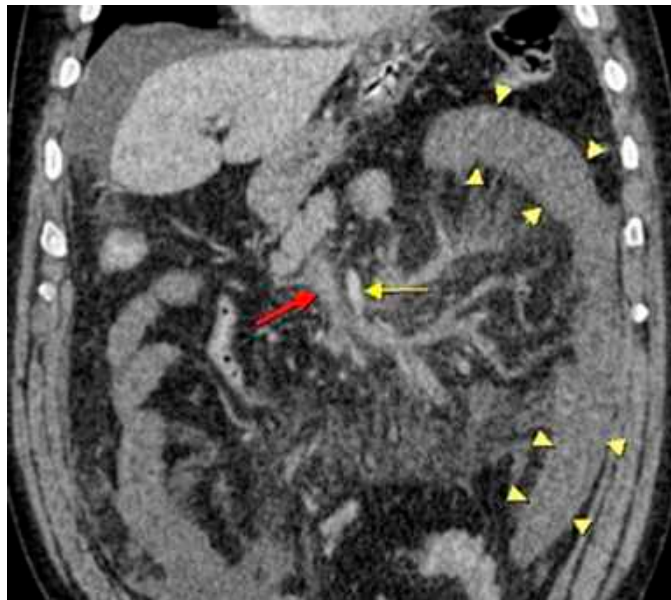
Coronal section taken in venous phase of abdominal CTA. Thrombus in the portal vein (red arrow), and next to that physiological contrast filling in superior mesenteric artery (yellow arrow) were observed. Intestinal wall thickening and increased density of fat tissue edema (yellow arrow heads) were also seen.
